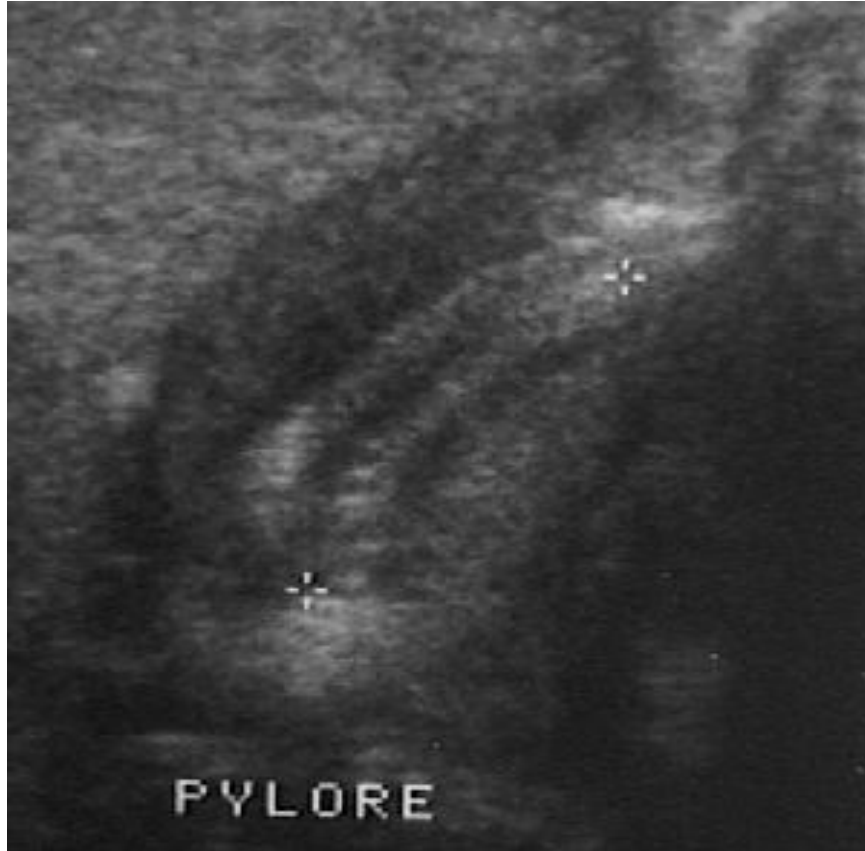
Échographie d'une sténose du pylore.
